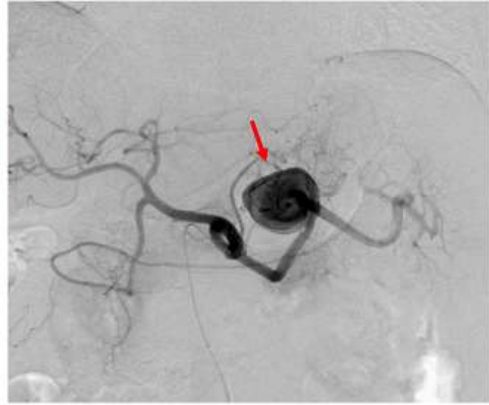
図5は、70歳代の男性で、脾動脈瘤に対してIVRを施行した症例です。治療前の3D-CTA(図5A)、腹腔動脈造影(図5B)で脾動脈瘤が認められます。動脈瘤から分岐する分枝をコイル塞栓した後(図5C)、瘤の遠位から近位の脾動脈にステントグラフト(Viabahn)を留置しました。
